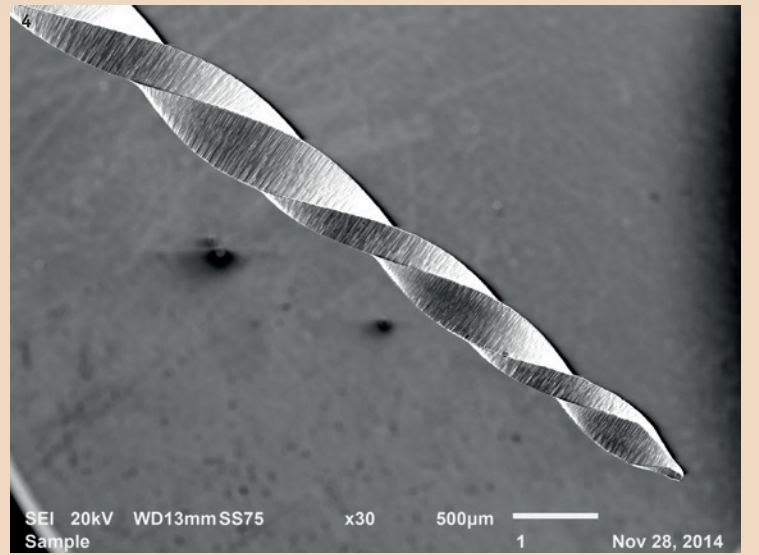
Sicherer und schneller zum endodontischen Behandlungserfolg – die 3D Endo Software macht es möglich. – Abb. 2: Auf Basis von 3D-Röntgendaten erleichtert die 3D Endo Software von Dentsply Sirona Endodontics die Behandlungsplanung. – Abb. 3: Die erste reziprok arbeitende Gleitpfadfeile, abgestimmt auf das WaveOne Gold System, von Dentsply Sirona Endodontics: WaveOne Gold Glider. – Abb. 4: Die WaveOne Gold Primary-Feile im Detail: Mit ihr lassen sich 80 Prozent aller Fälle bewältigen.
